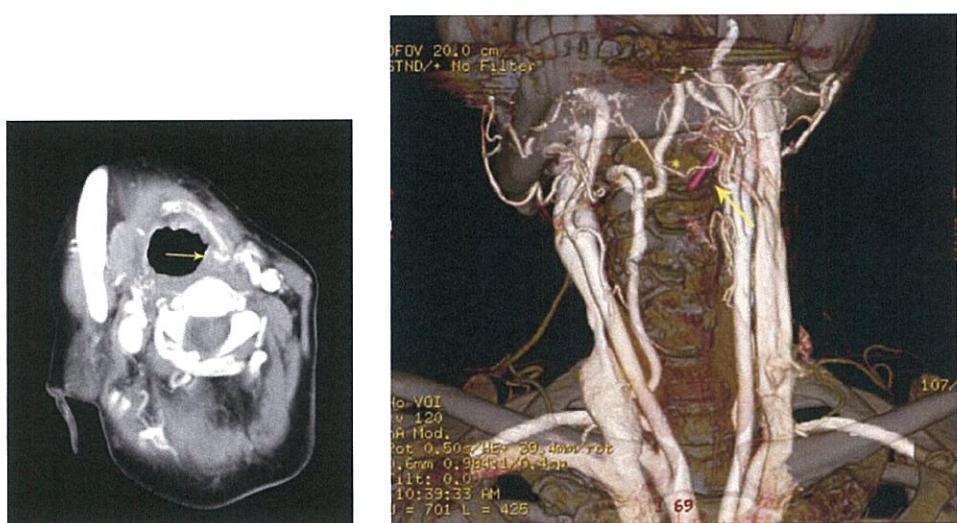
頸部外切開前日に頸部進展位で撮影した頸部造影3D-CT
